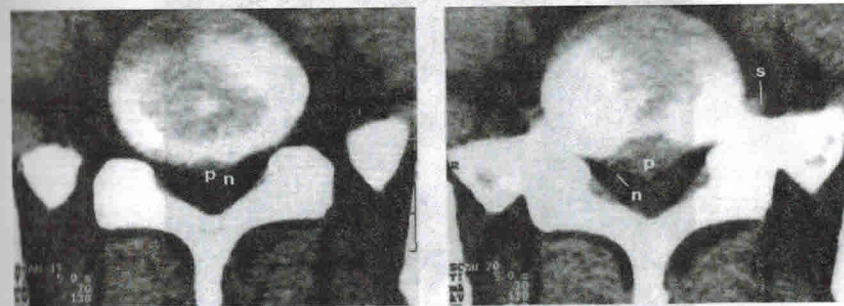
Дорсальная медианная протрузия межпозвоночного диска $L_4 \sim S_1$: п — корешок Навотта; р — протрузия межпозвоночного диска; s — спинальный нерв
